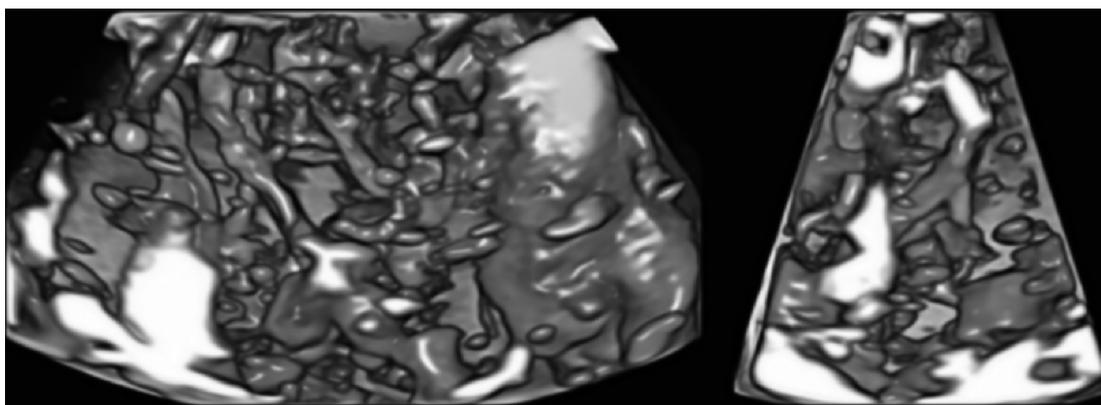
Imagen transabdominal a las 32 semanas de gestación. Reconstrucción 3D con Doppler de poder que muestra una disposición compleja e irregular de numerosos vasos intraplacentarios con cursos tortuosos de diversos calibres. Se confirmó acretismo placentario en el estudio histopatológico después de la cesárea-histerectomía.
